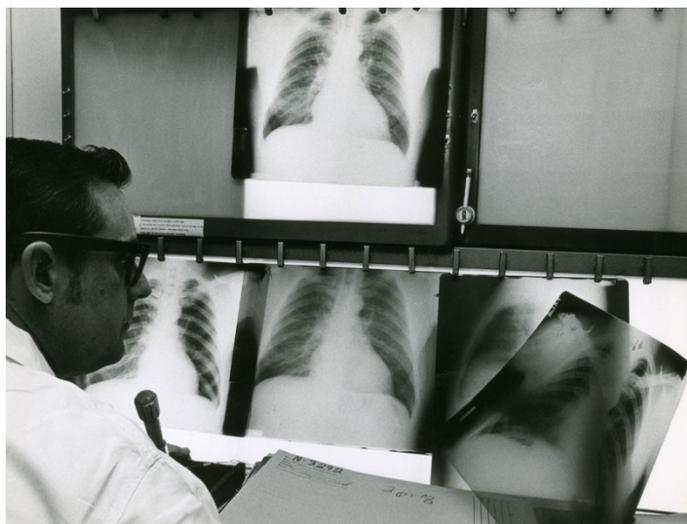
石炭労働者の健康調査プログラムは1970年代初期に石炭法制定の下で生まれた。自発的にプログラムに参加する炭抗夫は雇用の際にX線検査を受け、その後、5年ごとにX線の追跡調査に参加する。2000年代中ごろ、プログラムに参加している医師たちは連邦当局者にアパラチアの炭抗夫に黒色肺の再燃を警告した。
